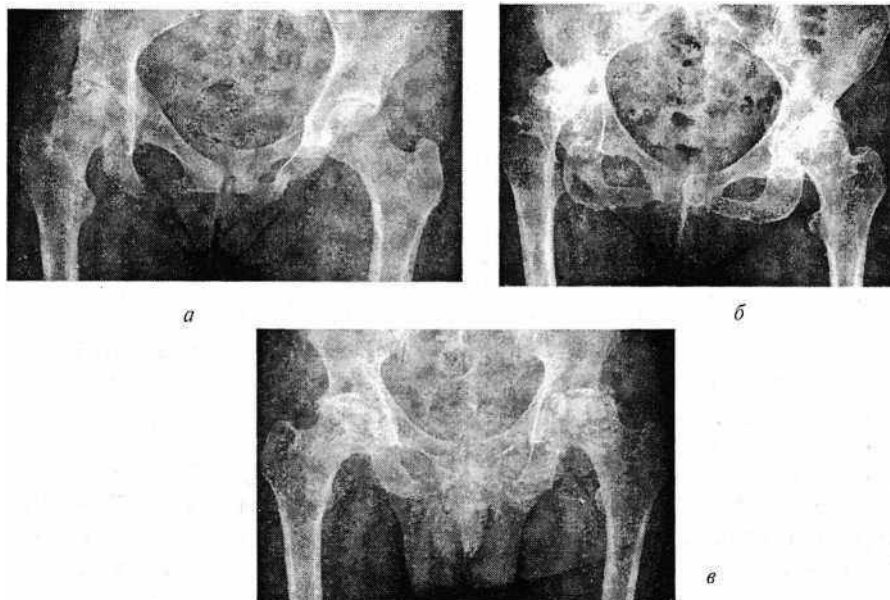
Рентгенограммы тазобедренных суставов: деформирующий остеоартроз после внутрисуставного перелома костей таза (*а*), на почве дисплазии суставов различной степени выраженности (*б*), асептического некроза головок бедренных костей (*в*)
